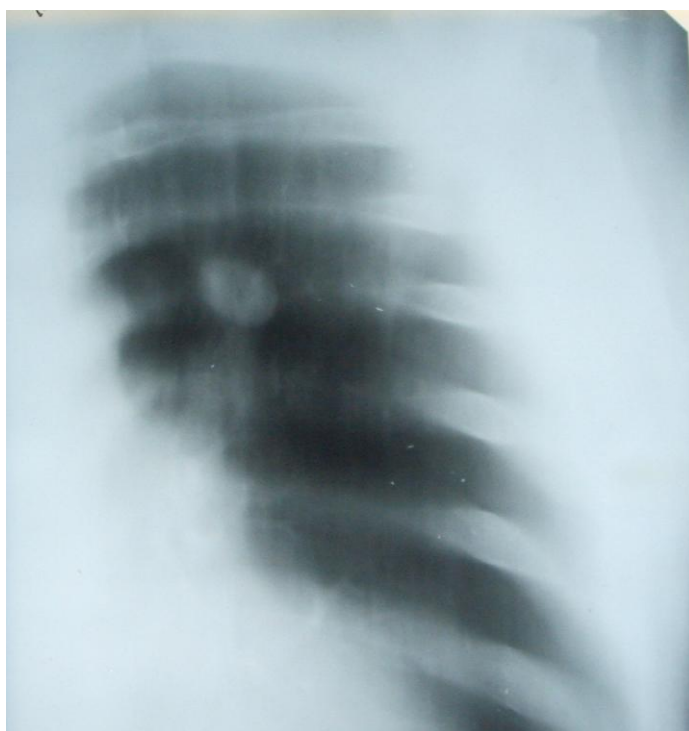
Томограмма верхней доли левого легкого (прямая, срез 6 см).
